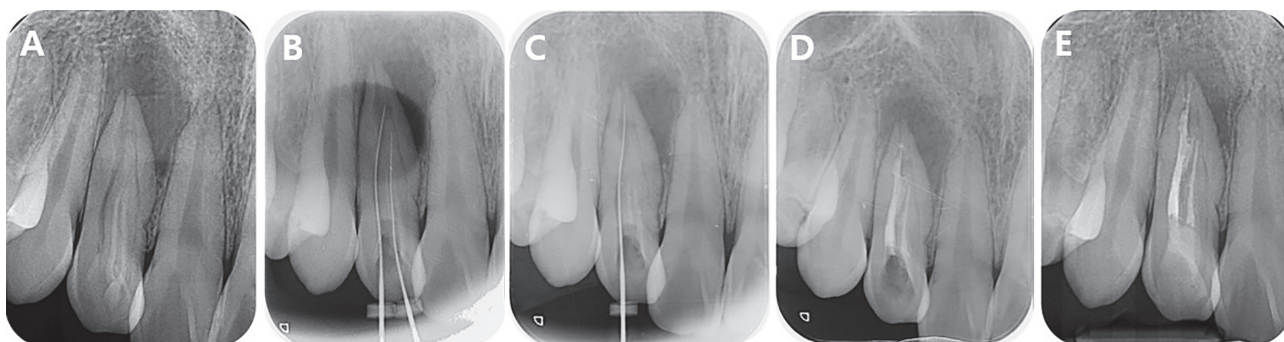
Root canal therapy of maxillary right lateral incisor with Dens invaginatus. (A) Preoperative radiograph. (B, C) Radiograph during endodontic treatment. Initial apical file adaptation. Canal negotiation. (D) The canal filling was done. (E) Radiograph of 3 month recall check after endodontic treatment.
